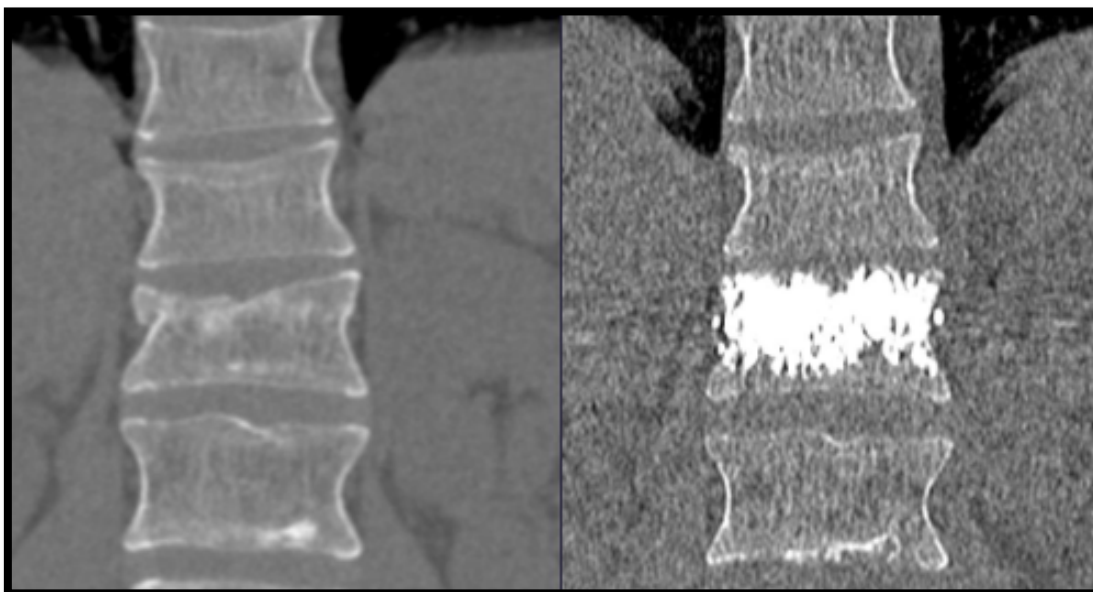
Superposición de 2 TAC preoperatorio y postoperatorio después de segmentar la vértebra en los distintos planos sagital, coronal y axial.
